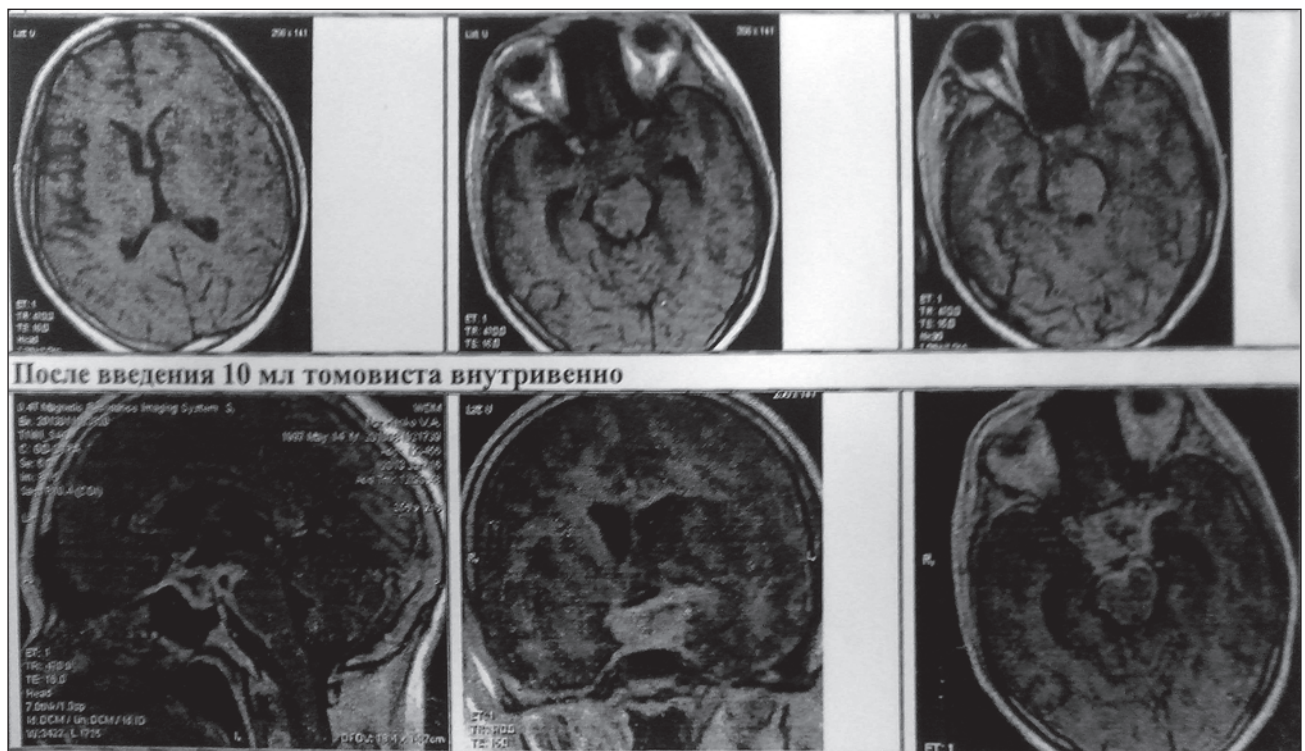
МРТ головного мозга через 3 месяца: базальное менингеальное контрастное усиление с наличием очаговых гранулематозных изменений хиазмальной области и в задних отделах обводной цистерны справа, умеренно выраженная гидроцефалия и признаки инфаркта мозга в наружных отделах в левой подкорковой области
